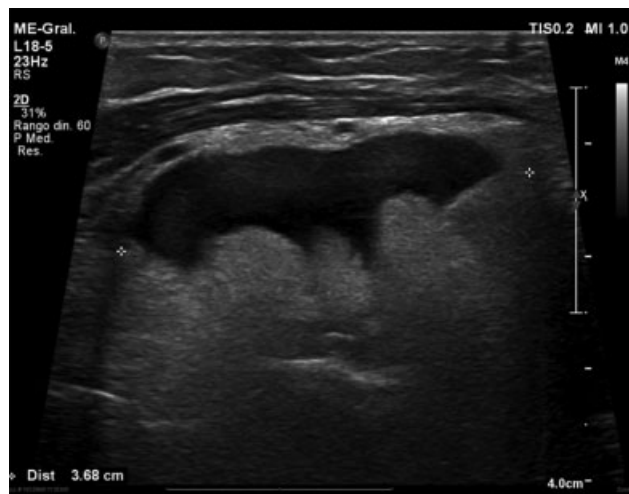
Ecografía en la se aprecia el contenido líquido y las vellosidades internas de la tumoración.
